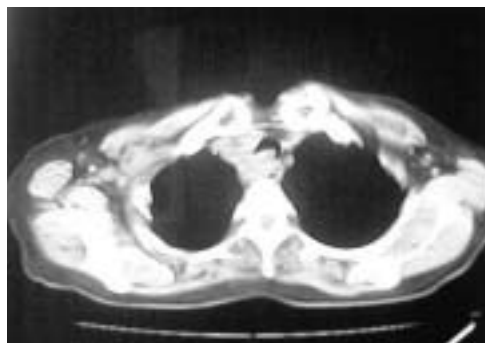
胸部CT；気管背側に不整に造影される腫瘤を認める。
